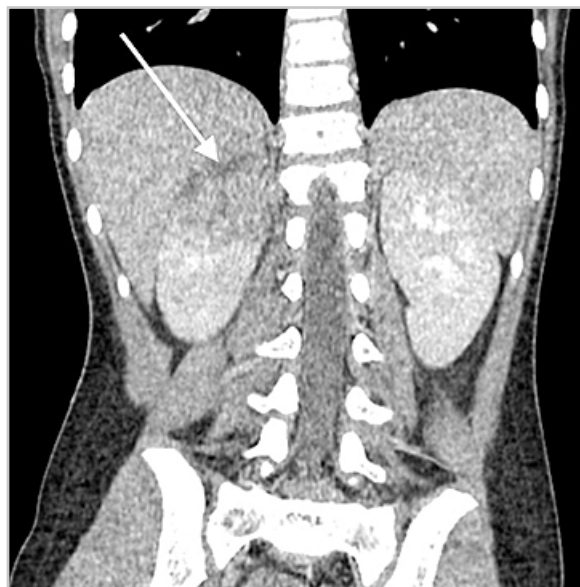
Компьютерная томограмма забрюшинного пространства с внутривенным контрастным усилением — признаки структурных изменений верхнего полюса правой почки наиболее соответствуют карбункулу почки (стрелка)
